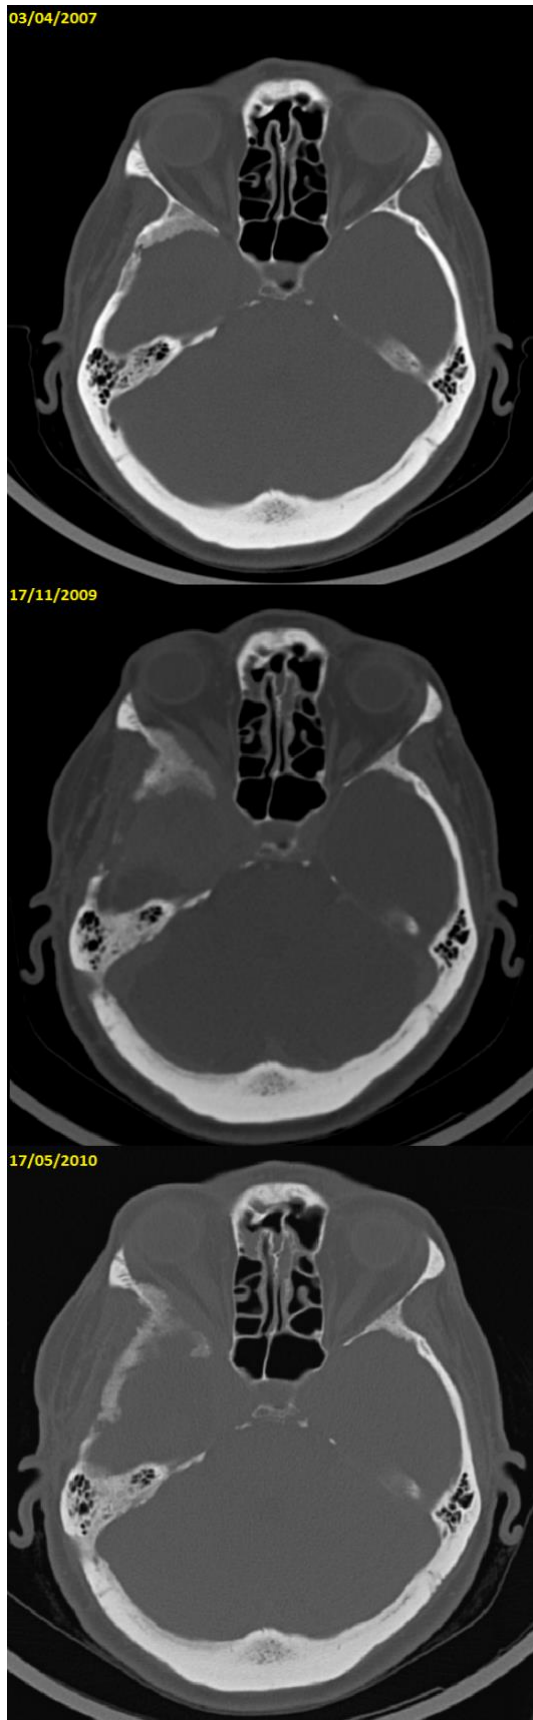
TDM cérébrale en fenêtre osseuse: suivi de l'évolution des MSO bilatéraux.
